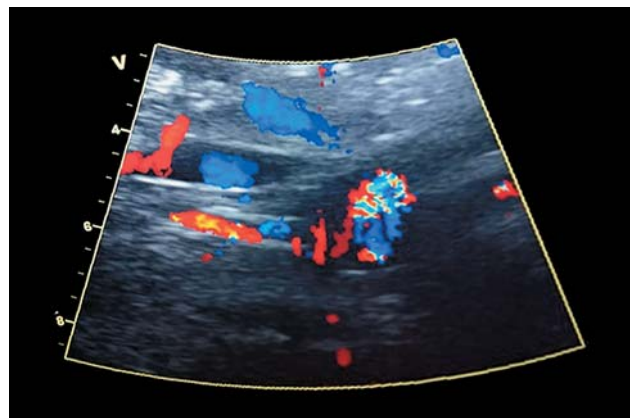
Left renal artery ultrasound after stenting.
